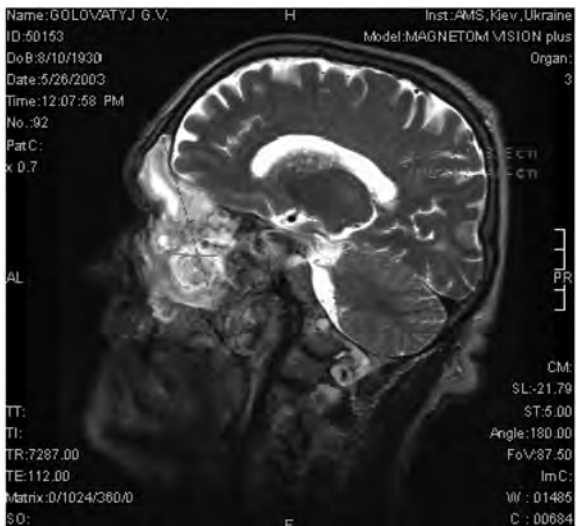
Хворий П., 21 рік. Геомангіоперицитома правої верхньощелепної пазухи решітчастої пазухи, носового відділу глотки. МРТ
